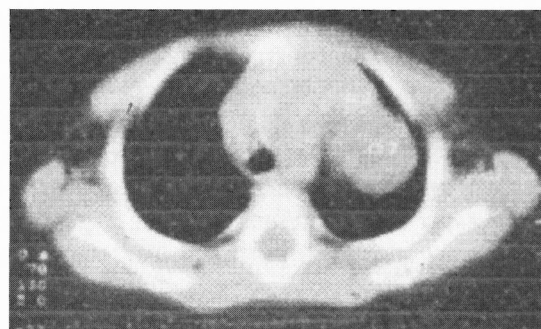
Quisto broncogénico (TAC t).
